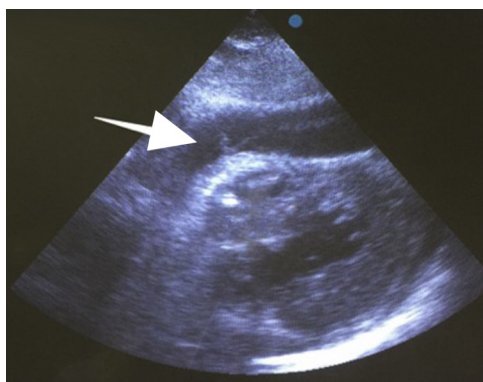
Ecocardiograma. Se identifica claramente derrame pericárdico importante (flecha blanca) con colapso del ventrículo derecho.
